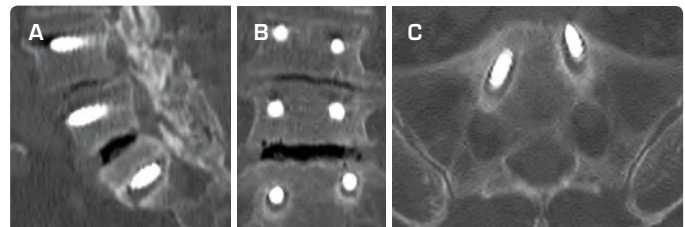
BONE WINDOWED CT SCAN IMAGES 14 MONTHS AFTER STABILIZATION IN THE PLANE OF THE SI SCREWS
